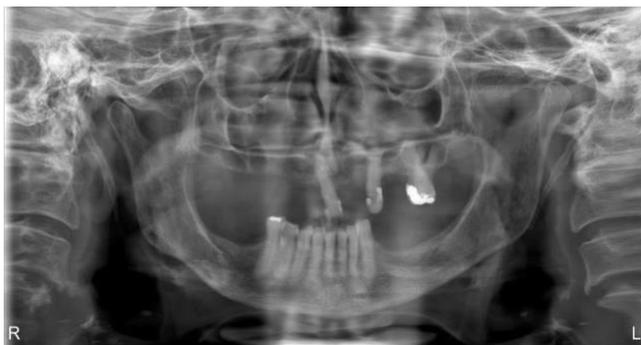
Radiografia panorâmica. Arquivo pessoal.
